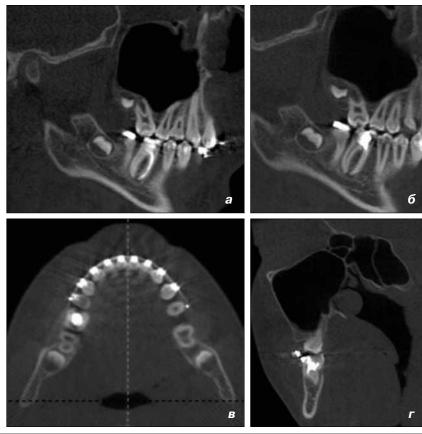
Дентальные объемные томограммы. Область исследования – зуб 4.6. Выполнены мультипланарные реконструкции в косых (а, б), аксиальной (в) и сагиттальной (г) плоскостях
